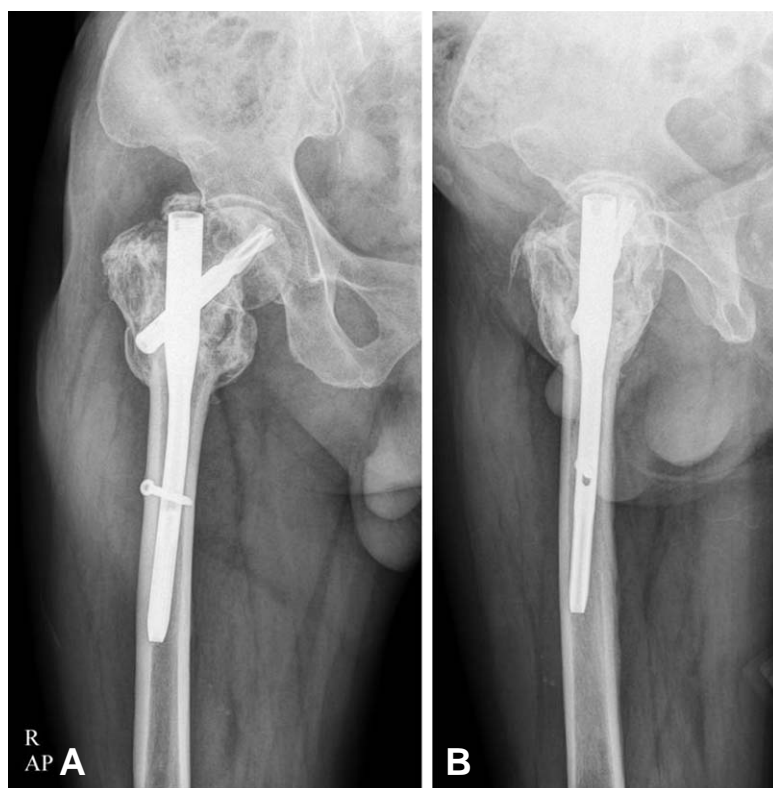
(A, B) Radiograph taken 23 months after 2<sup>nd</sup> operation shows completely united fractures and well maintained short blade in the femoral head.
